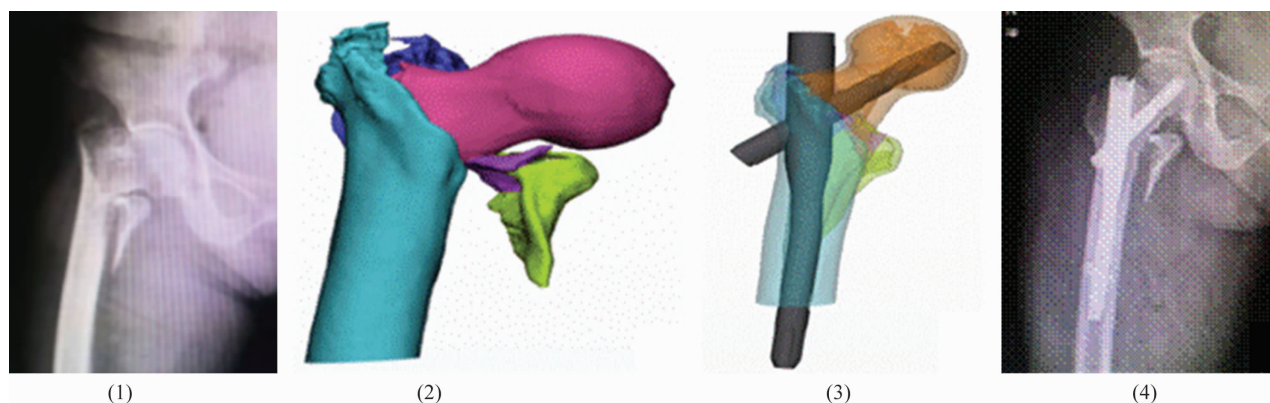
股骨转子间骨折 CT 三维重建和手术模拟辅助股骨近端防旋髓内钉内固定治疗前后图片
